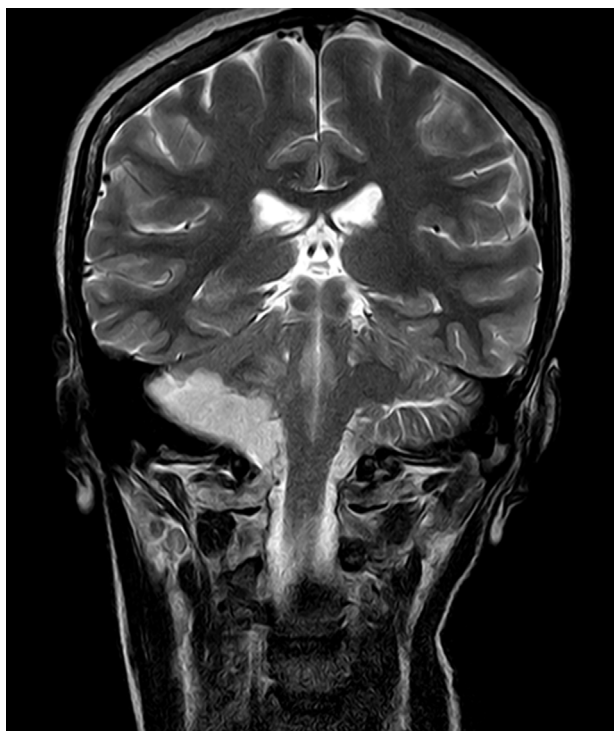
RM cerebral secuencia T2: infarto subagudo de PICA derecha.
